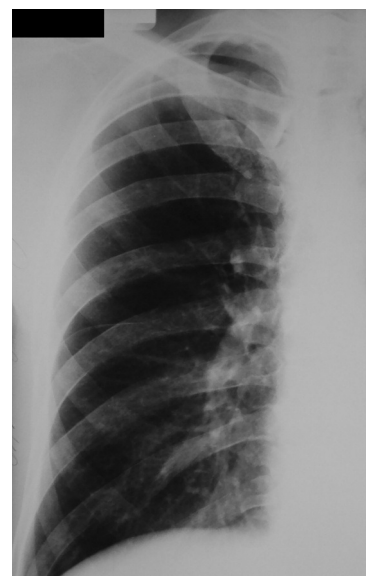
Рентгенограмма. Осколок в левом легком
